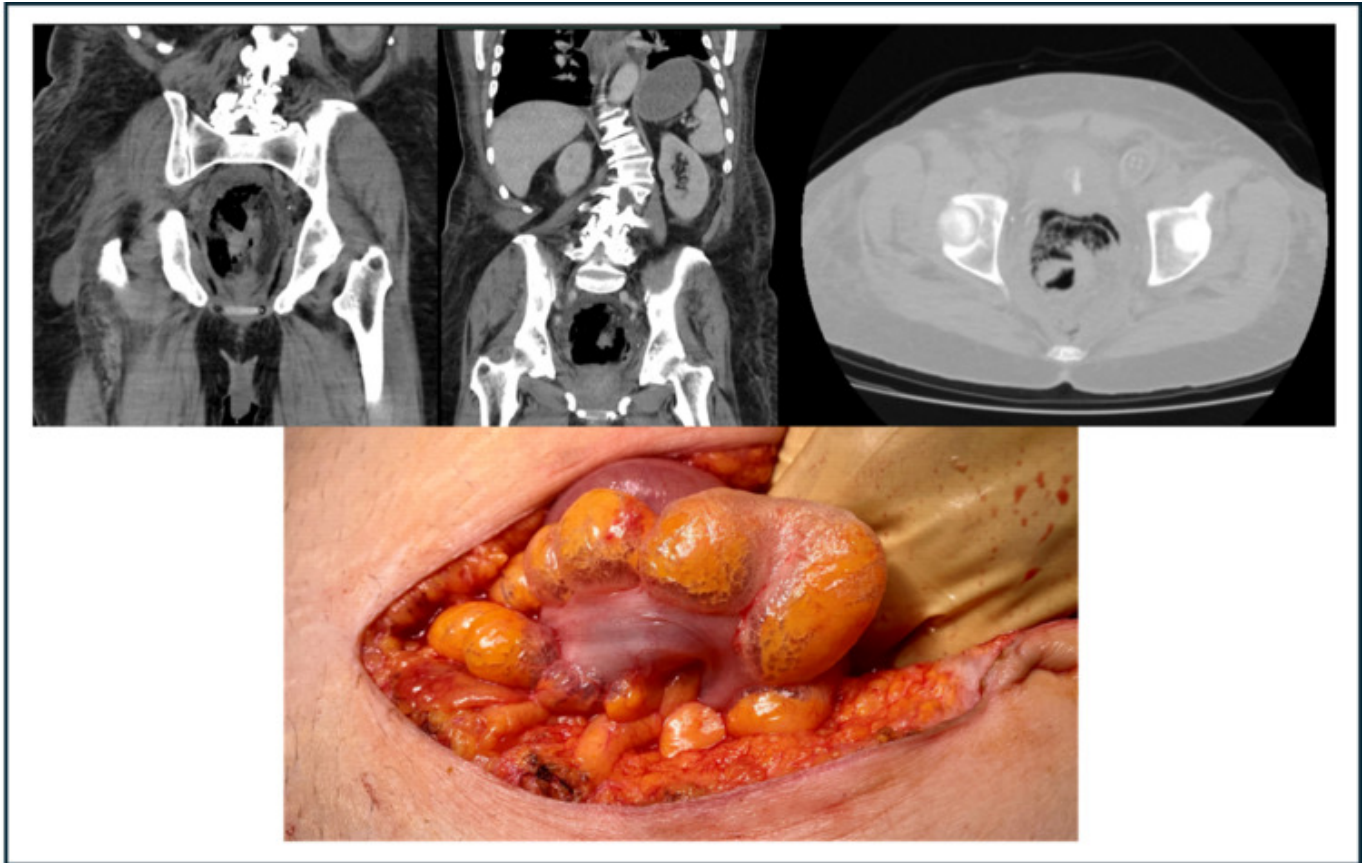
Arriba: cortes coronales y transversales de TC urgente evidenciando gas en la pared rectal. Abajo: hallazgos intraoperatorios. Enfisema subseroso en recto con extensión a sigma hasta apéndices epiplóicos.
